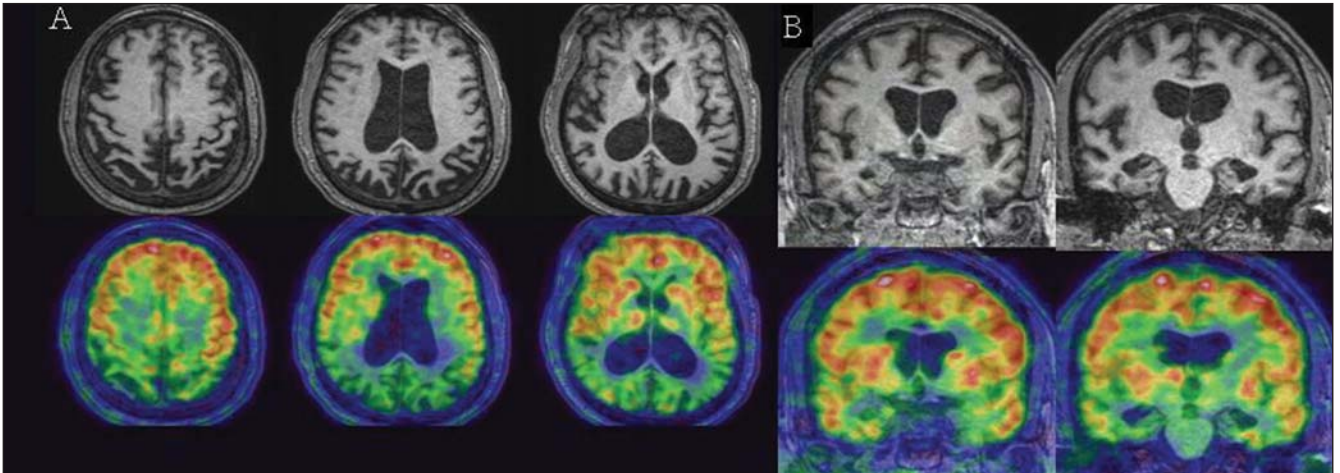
Paciente J.C.L.M., 45 anos de idade, com história de déficit cognitivo com piora lenta e progressiva notadamente há três anos. Cortes axiais (A) e coronais (B) de RM e fusão PET-RM mostram significativo aumento dos sulcos parietais associado a importante hipometabolismo desses lobos, mais pronunciado do que os temporais, sugestivo de doença de Alzheimer. Observar, ainda, relativa preservação do metabolismo nos lobos frontais.
